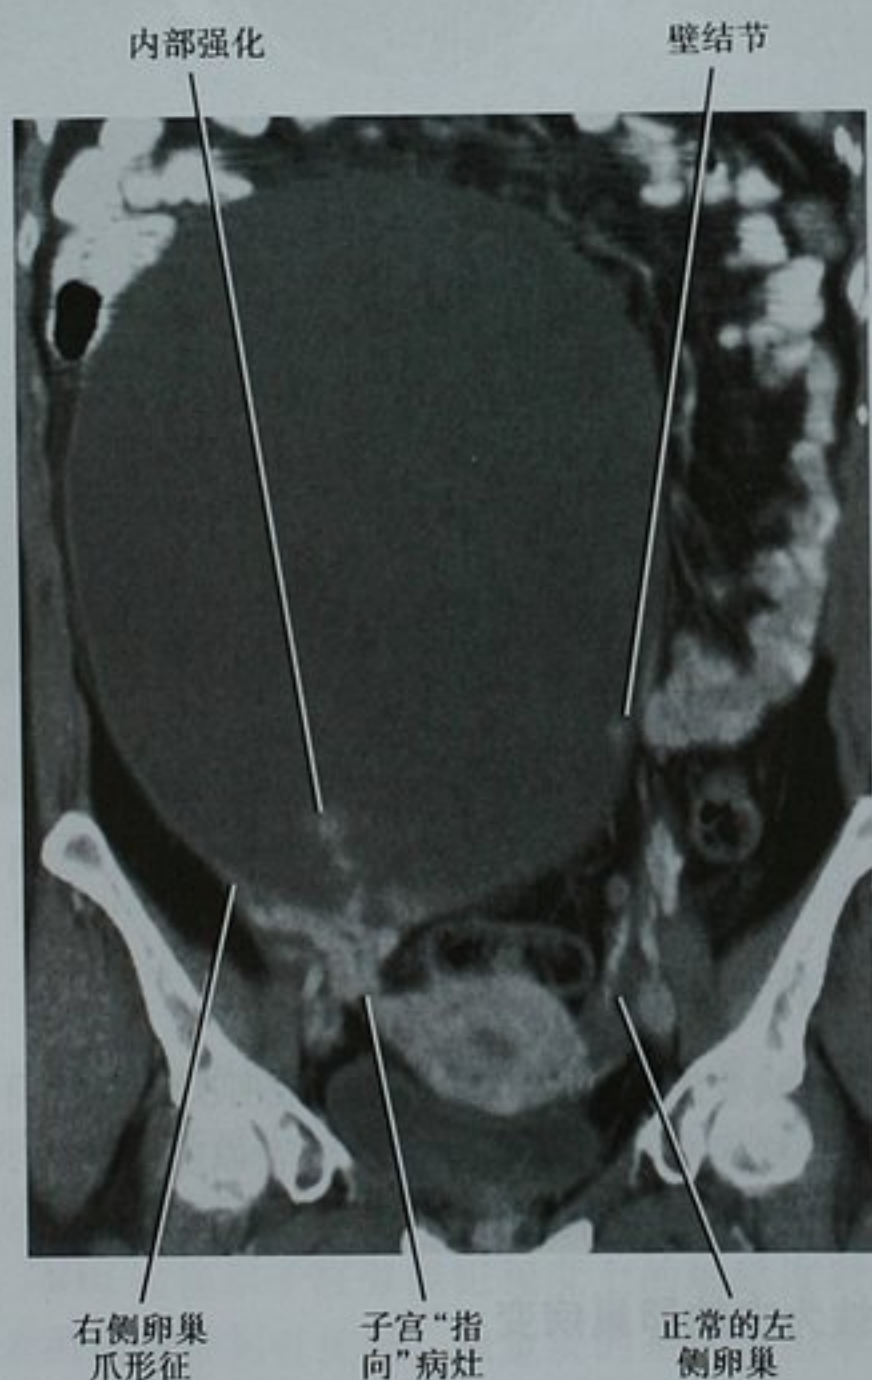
增强 CT 冠状面重建图像显示一巨大的囊性肿块(卵巢癌)源于右侧卵巢(横断面上这种关系显示得不够清楚)。肿块中除有一强化的实性组织外其余均为单纯囊肿的表现
